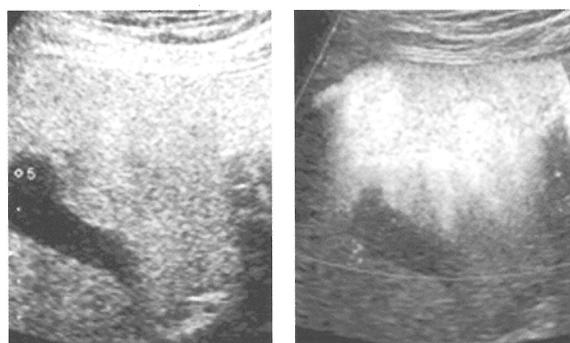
造影超音波（後血管相） PS-low法（左）高音圧ADF法（右）
